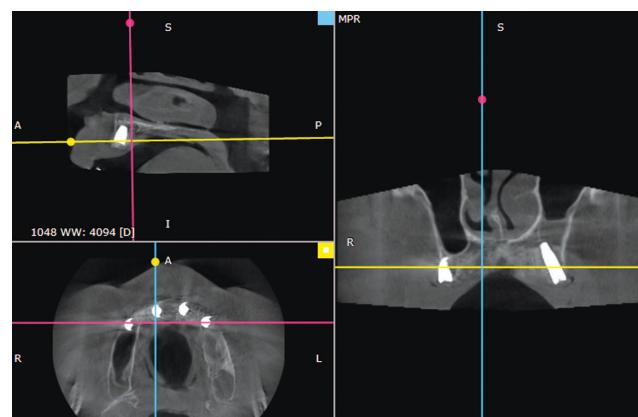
Cone beam computed tomography slices 6 months after implant placement (implants in the area of teeth 1.5 and 2.5 are visualized)
